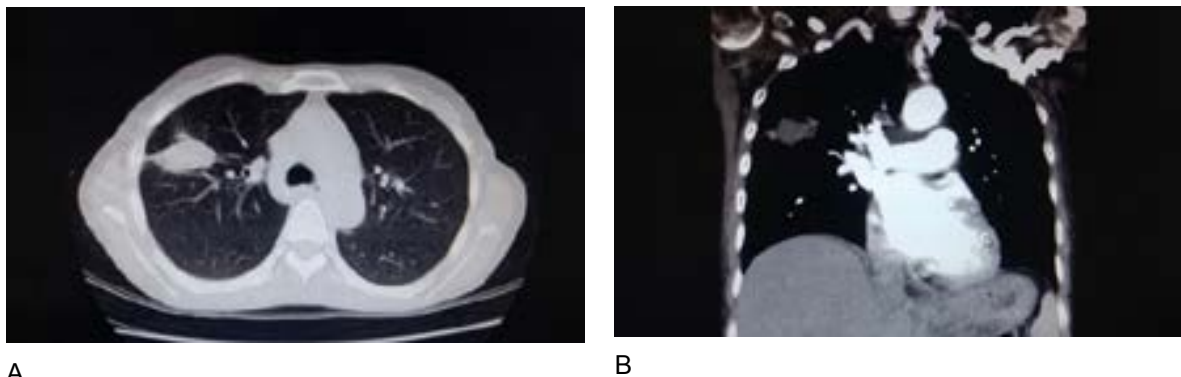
Tomografía computarizada de tórax contrastado masa pulmonar localizada en el segmento anterior del lóbulo superior derecho de 36 mm de diámetro, con realce posterior a la administración de medio de contraste. A. Corte axial con reconstrucción tridimensional.. B. Corte coronal con reconstrucción tridimensional.
